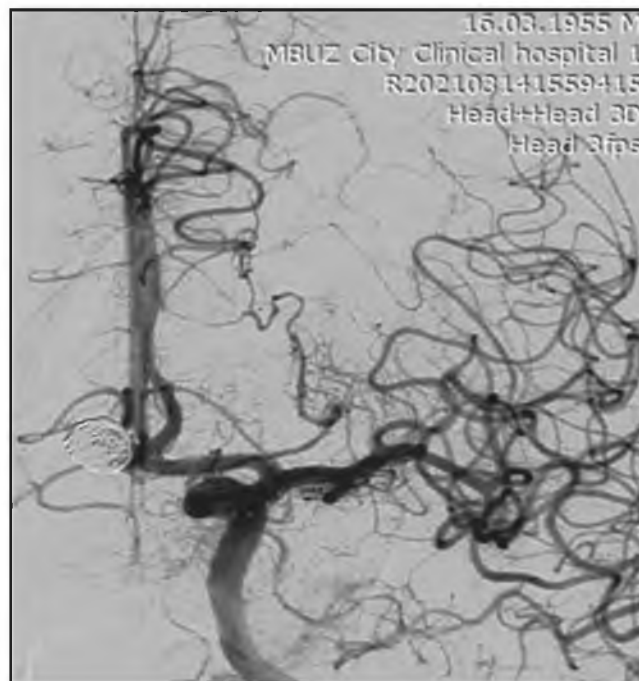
Церебральная ангиограмма. Состояние после рентгенэндоваскулярной эмболизации мешотчатой аневризмы передней мозговой - передней соединительной артерии слева микроспиралями.
